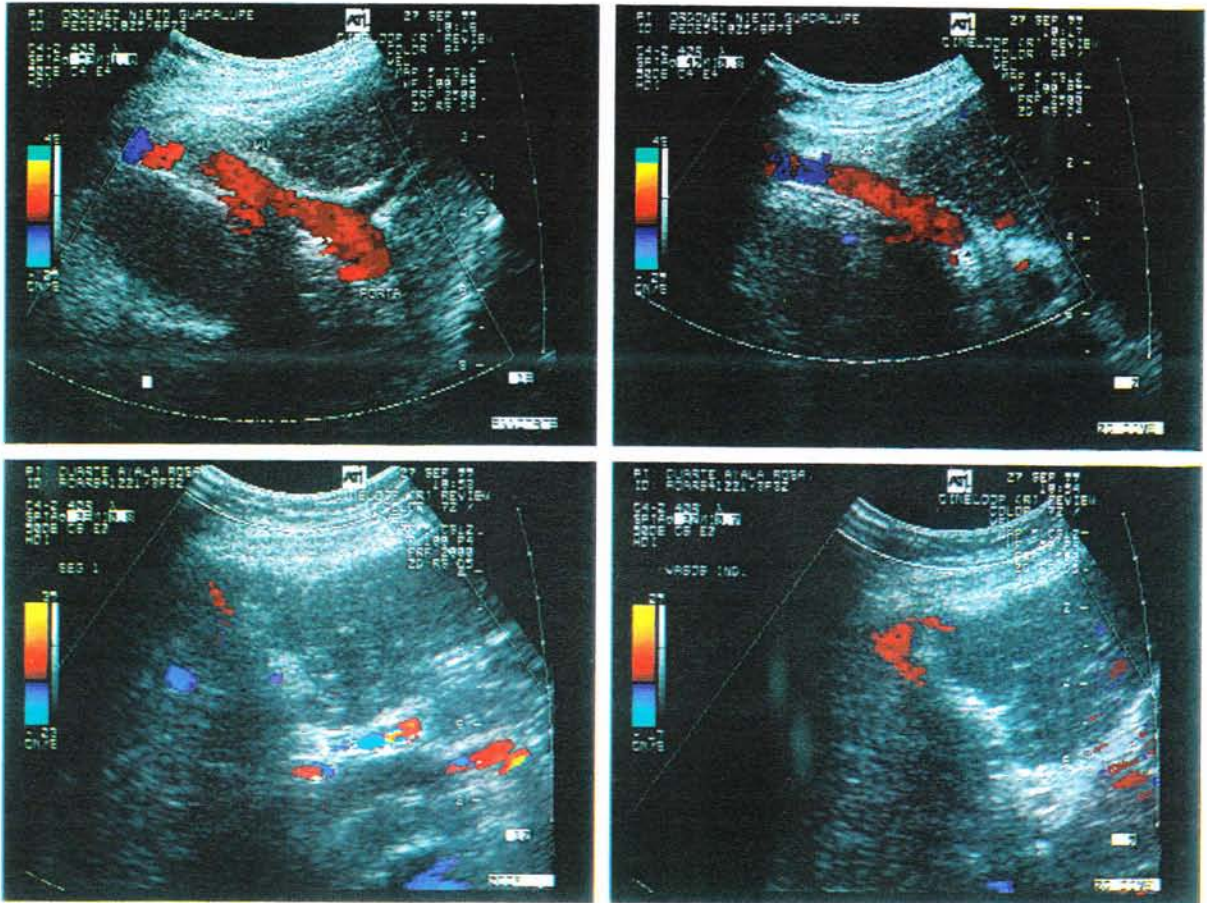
ESTUDIO DE USG. CON DOPPLER COLOR, SE OBSERVA RECANALIZACION DE VASOS PERIUMBILICALES, CON DATOS DE DERIVACIÓN PORTOSISTEMICA.
